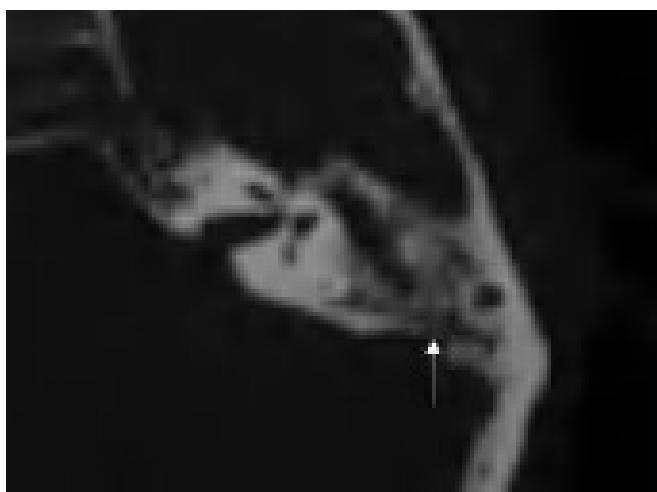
TC de peñascos: Erosión de tegmen timpani por colesteatoma de oído medio derecho.
